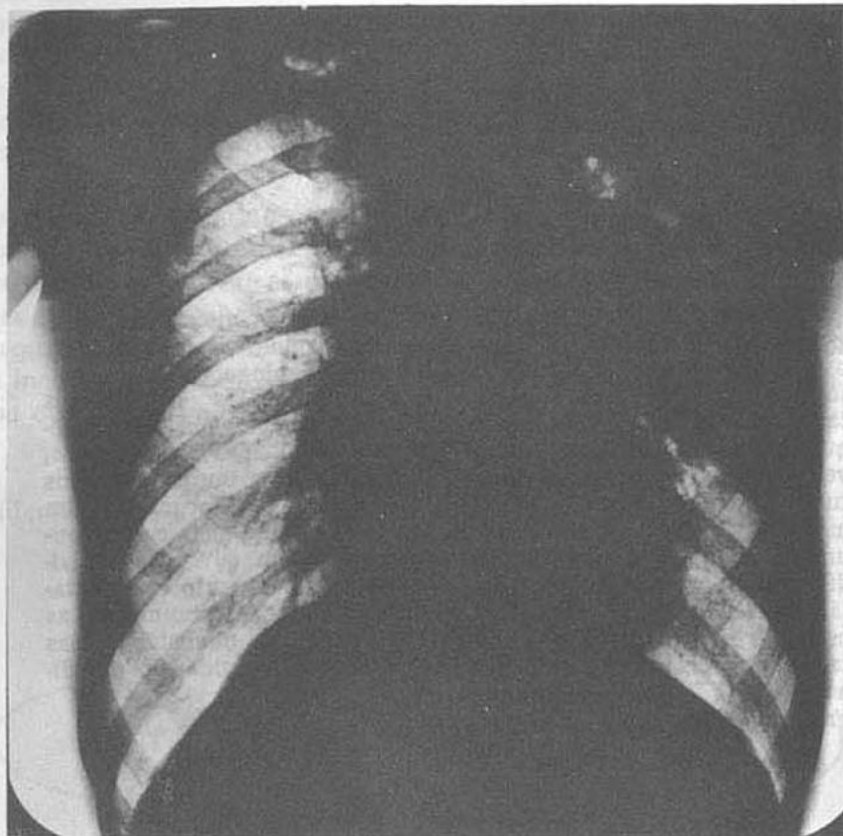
Radiografia de tórax de um paciente com tuberculose ativa.
